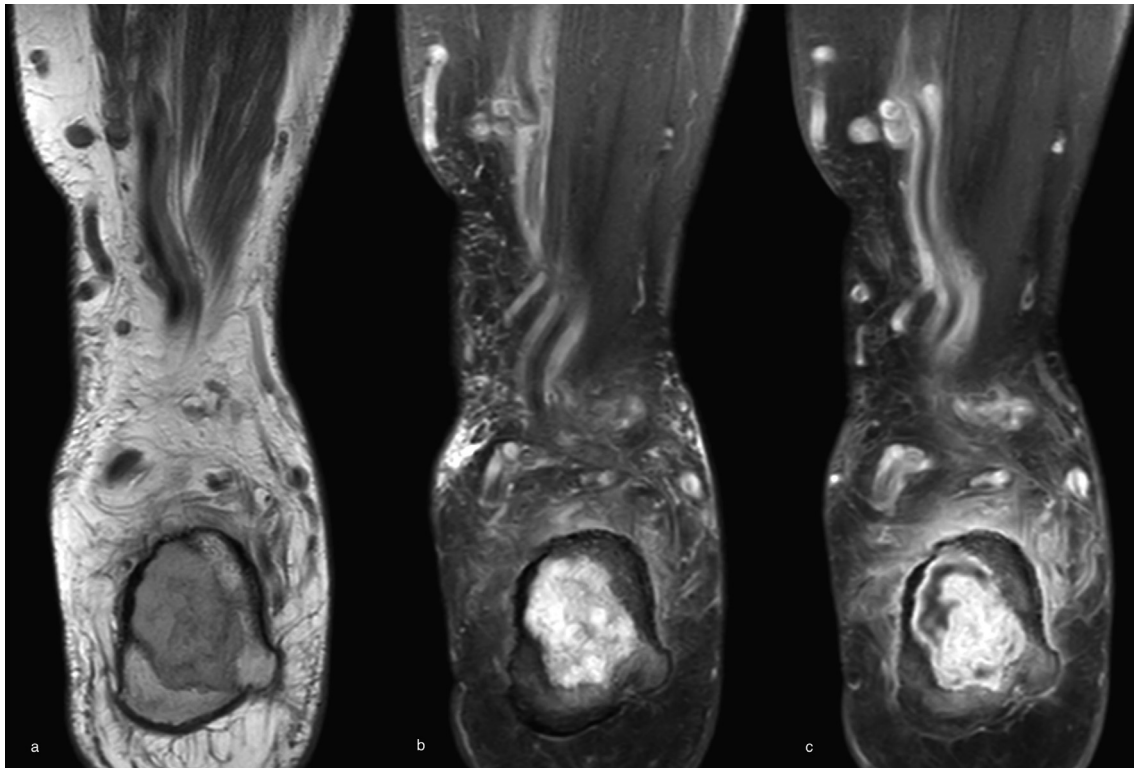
a-c: Coronale MRI Untersuchung: (a) T1W TSE, (b) PDW TSE SPAIR und (c) T1W TSE nach KM-Gabe: Es zeigt sich eine gewisse Heterogenität des Tumors und unregelmäßige Kontrastmittelaufnahme. Extraossäre Tumoranteile lassen sich nicht nachweisen.
